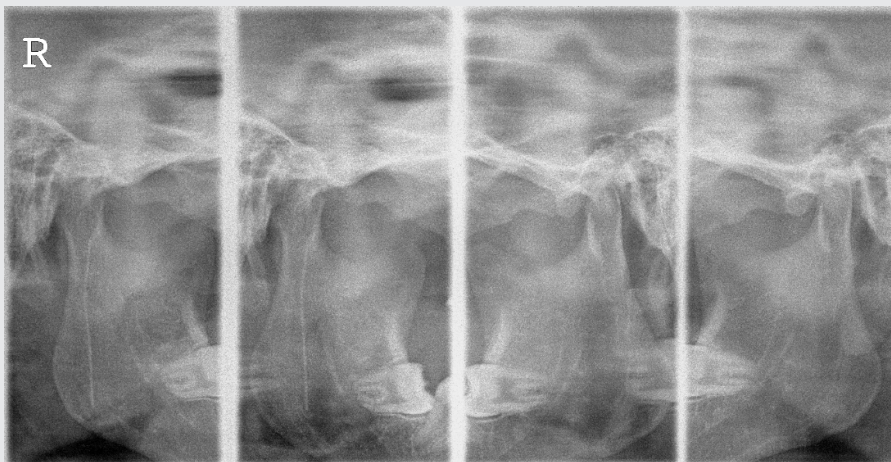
Postoperative T-M panoramic radiograph. Rt. TMJ arthroplasty was done.
